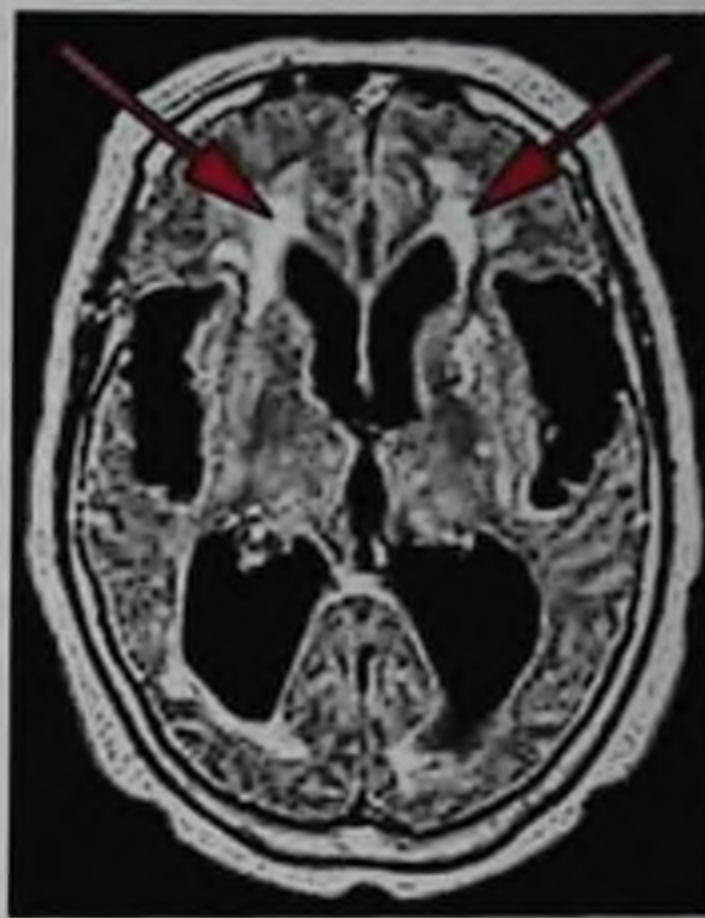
Перивентрикулярный отек при гидроцефалии (указан стрелками): магнитно-резонансная томограмма, FLAIR (T2-взвешенное изображение с подавлением сигнала от свободной воды)
